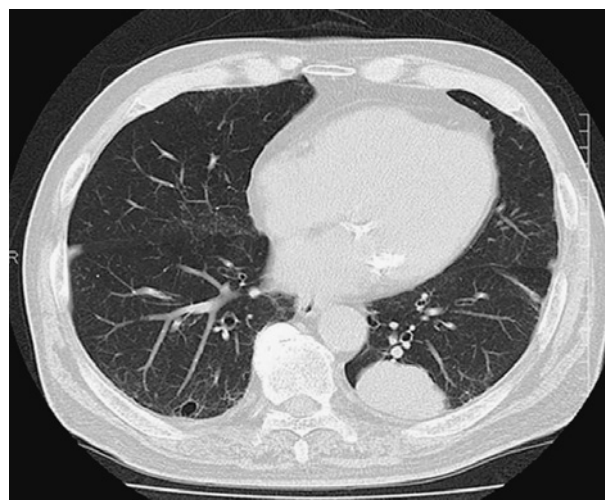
Chest CT shows a mass (50 mm) in the left lower lobe of the lung.
